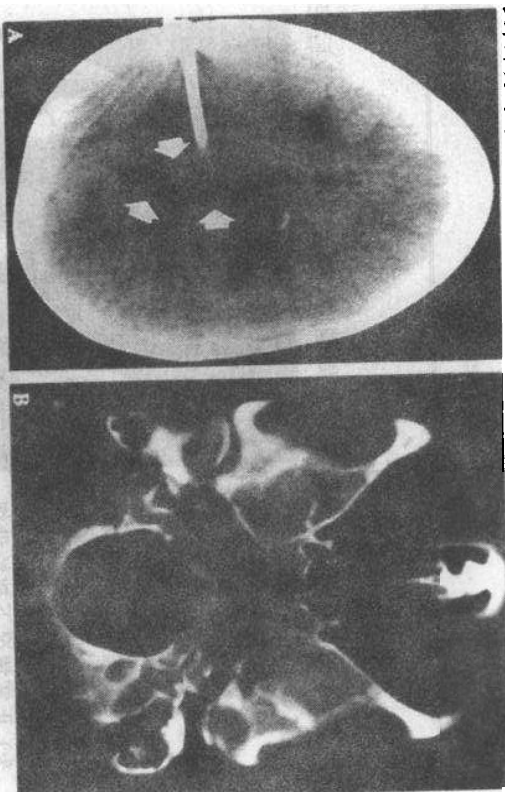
Chiari's II 型畸形。神经管上端和下端的复合性异常,最显著的表现是脊髓脊膜膨出,头侧的伴发异常包括中脑导水管阻塞,常需做脑室分流,还可伴发顶盖和中央块的异常。大脑镰可以缺如或缺损,形成脑沟呈大牙交错状的特征性形态(箭头 A)。后颅凹狭小导致小脑生长时向上方和下方移位,疝出的小脑蚓部导致枕骨大孔和小脑幕切迹扩大。颅脑 CT 横断面显示枕骨大孔扩大(B)
